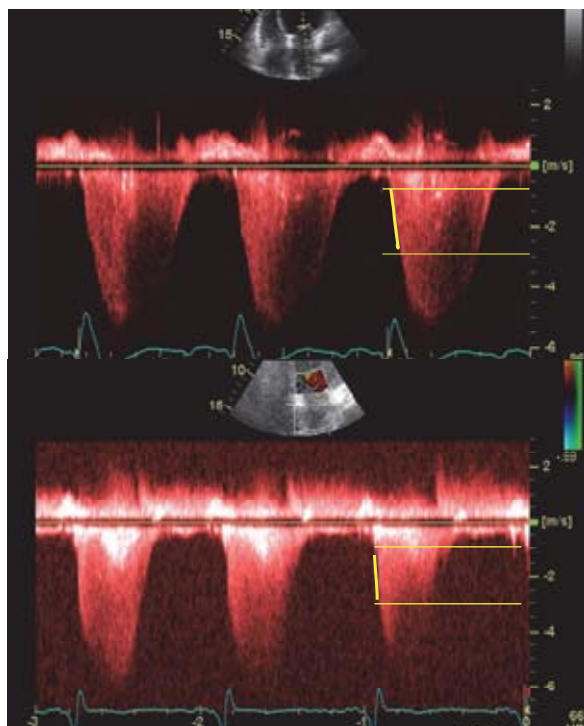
Registro de Doppler continuo de la curva de insuficiencia mitral antes (arriba) y después de la resincronización (abajo). La tasa de aumento de presión en el ventrículo izquierdo se estima a partir del intervalo temporal que se requiere para que la velocidad del jet de regurgitación mitral pase de 1 a 3 m/s La pendiente de ascenso de la curva aumenta tras la resincronización indicando mejoría de la  $dP/dt$ .
